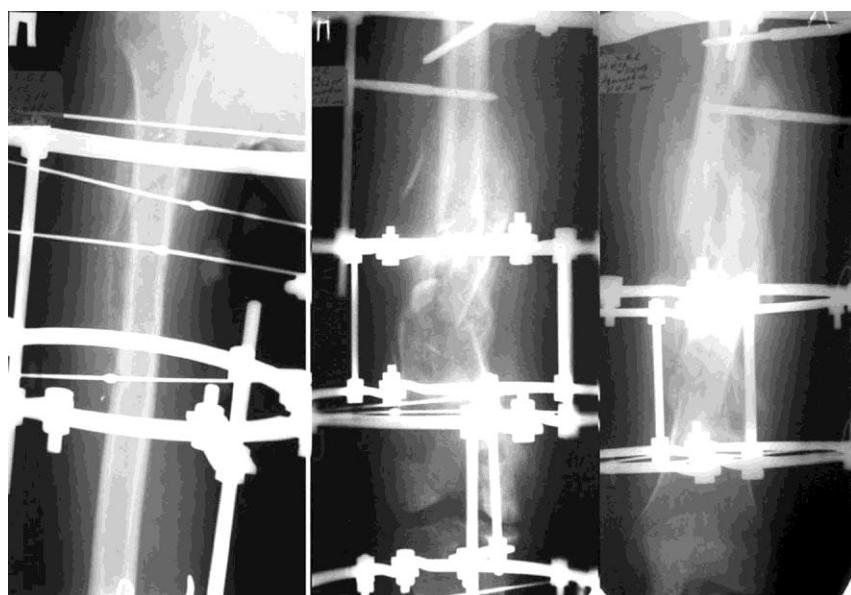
Рентгенограммы больной А. через 1,5 месяца после травмы
